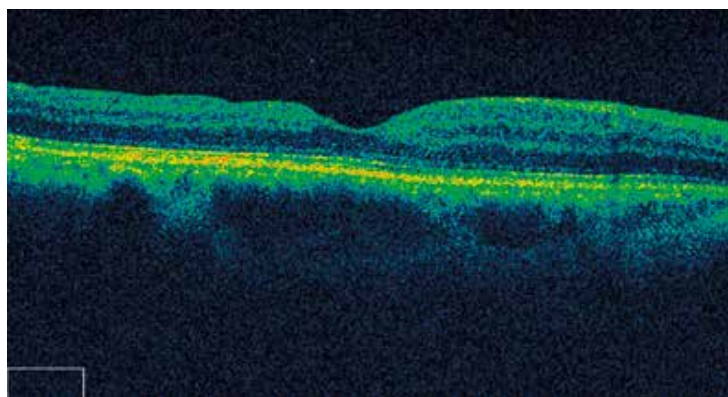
Оптическая когерентная томография той же больной после проведения витрэктомии и удаления внутренней пограничной мембраны
